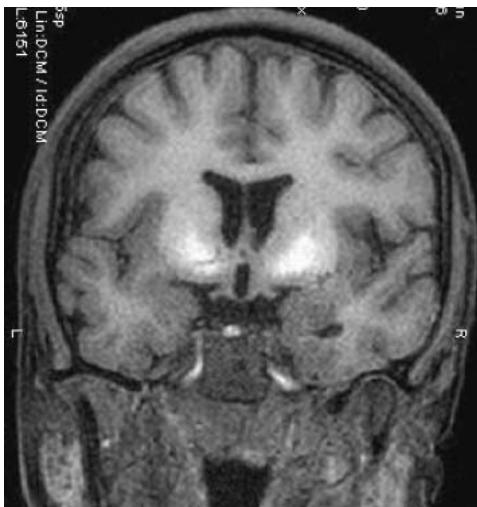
Пациентка Ш., 21 год: МРТ. Т1-ВИ, коронарная плоскость. В проекции бледных шаров видны четко очерченные участки гиперинтенсивного МР-сигнала – отложения марганца
